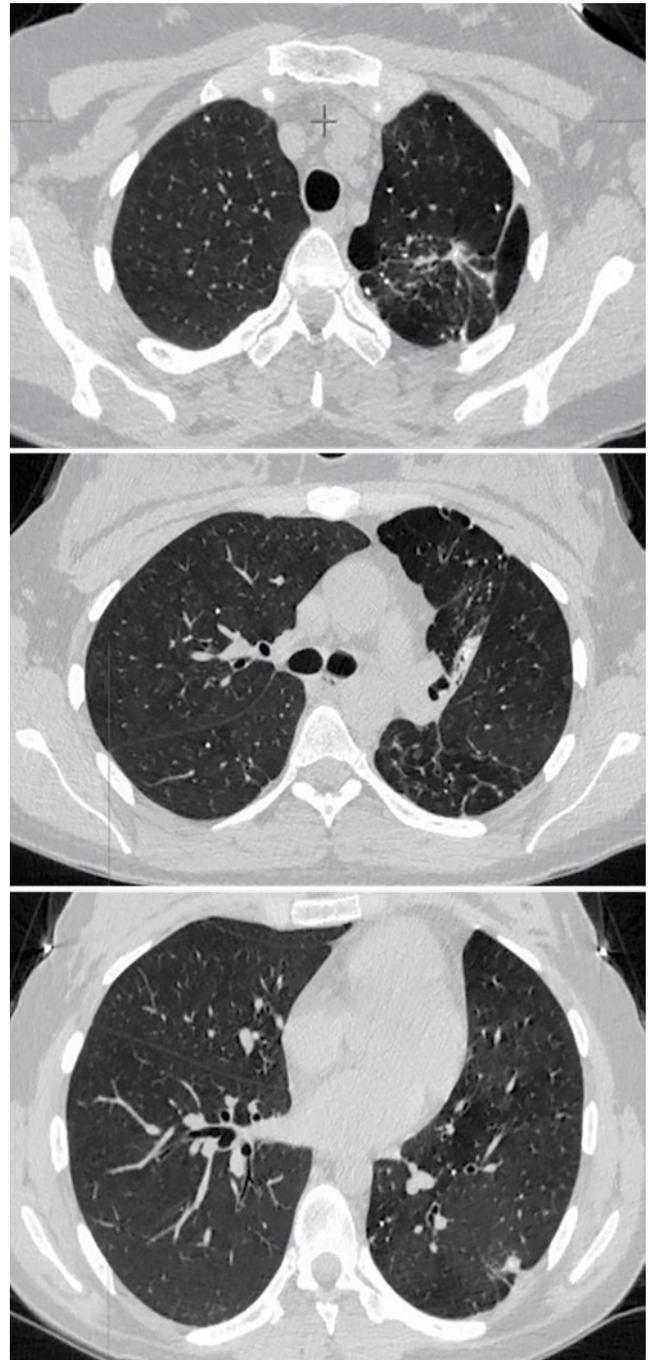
Компьютерная томограмма ОГК от 19.01.2020 г. пациентки Б. Расправление ателектаза легкого после удаления ЭК. Описание в тексте
